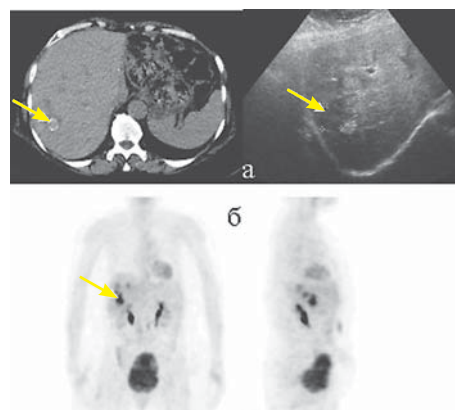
Пациент М. Оперирован по поводу колоректального рака 1,5 года назад. При КТ и УЗИ выявлены очаговые образования печени (а). При ПЭТ исследовании – изолированное метастатическое поражение печени (б).
